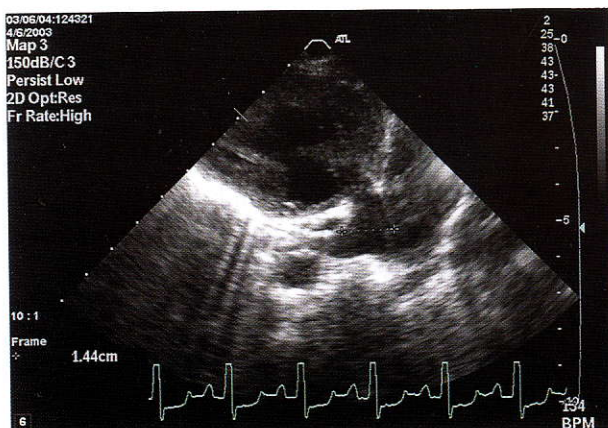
Echocardiogram showing pulmonary outflow, main pulmonary artery and bifurcation
